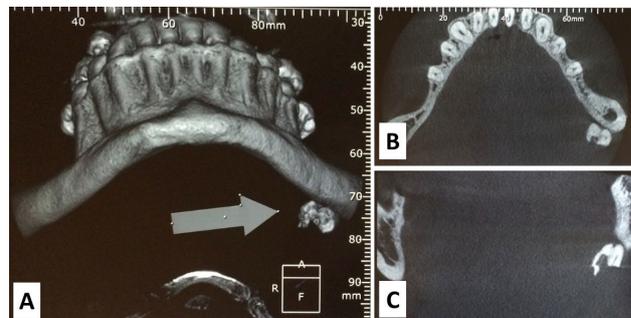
Aspecto Imagens de tomografia computadorizada: A) reconstrução 3D demonstrando possível fragmento dentário e região submandibular (seta cinza); B) corte axial apresentando fragmento em região medial ao ângulo mandibular; C) corte coronal apresentando fragmento abaixo da basilar da mandíbula.
